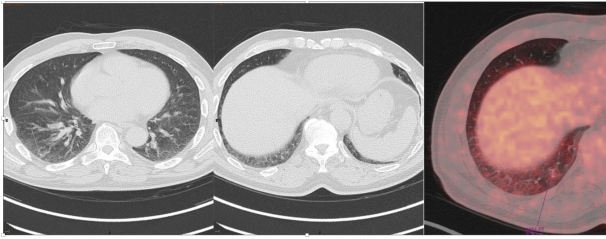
Resolución prácticamente total de los nódulos con “signo del halo” visualizados en el estudio inicial de TC de tórax. Se identifican algunos pequeños nódulos residuales en el segmento lateral y posterior del lóbulo inferior derecho (flechas blancas). Estas lesiones residuales, no se muestran hipermetabólicas en el estudio de PET
